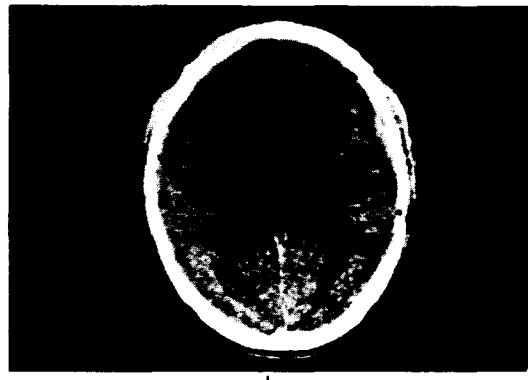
Case 4. Preoperative CT scan showed a round mass lesion in right frontotemporal lobe with eccentric high density and minimal perifocal edema(a). Postoperative CT scan showed absence of high density and mass lesion but perifocal edema was remained(b).
